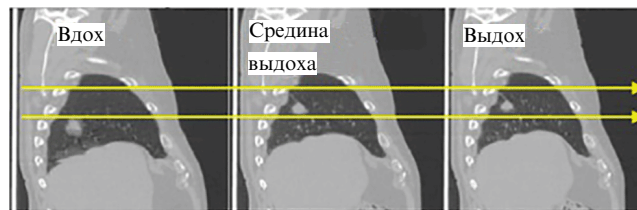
Фронтальные КТ-проекции пациента с опухолью лёгких в различных фазах дыхания: вдох, середина выдоха, выдох, которые демонстрируют движение опухоли. Максимальное смещение опухоли в данном клиническом случае составляло 31 мм вдоль вертикального направления [101].
